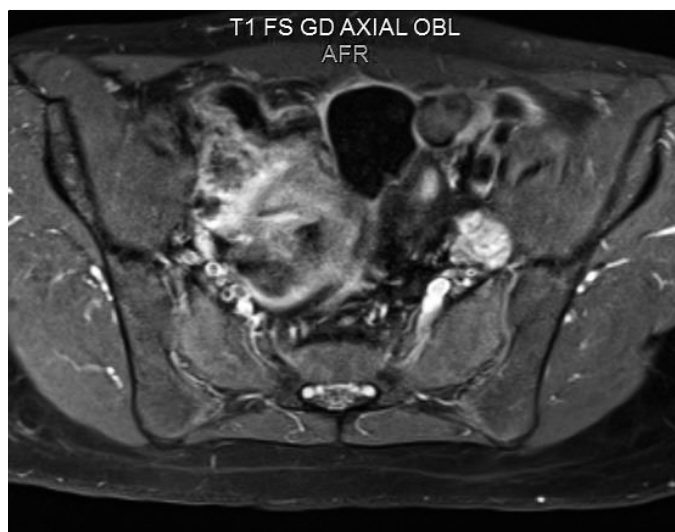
Resonancia Nuclear Magnética de Articulación Sacroilíaca
